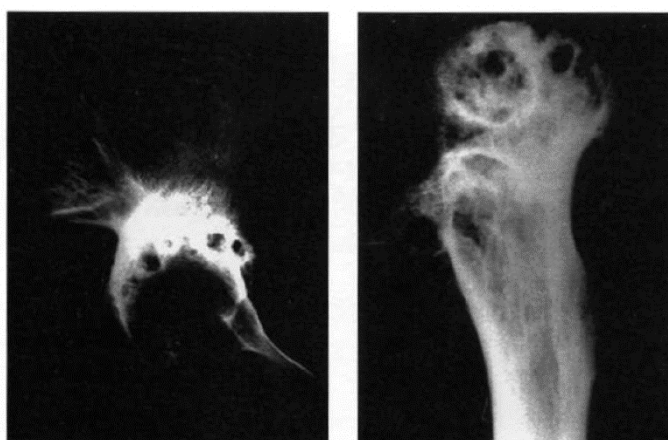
■ X-rays of the left pelvic bone and proximal part the left femur – the row of shadows corresponds to lytic foci under articular facets.
